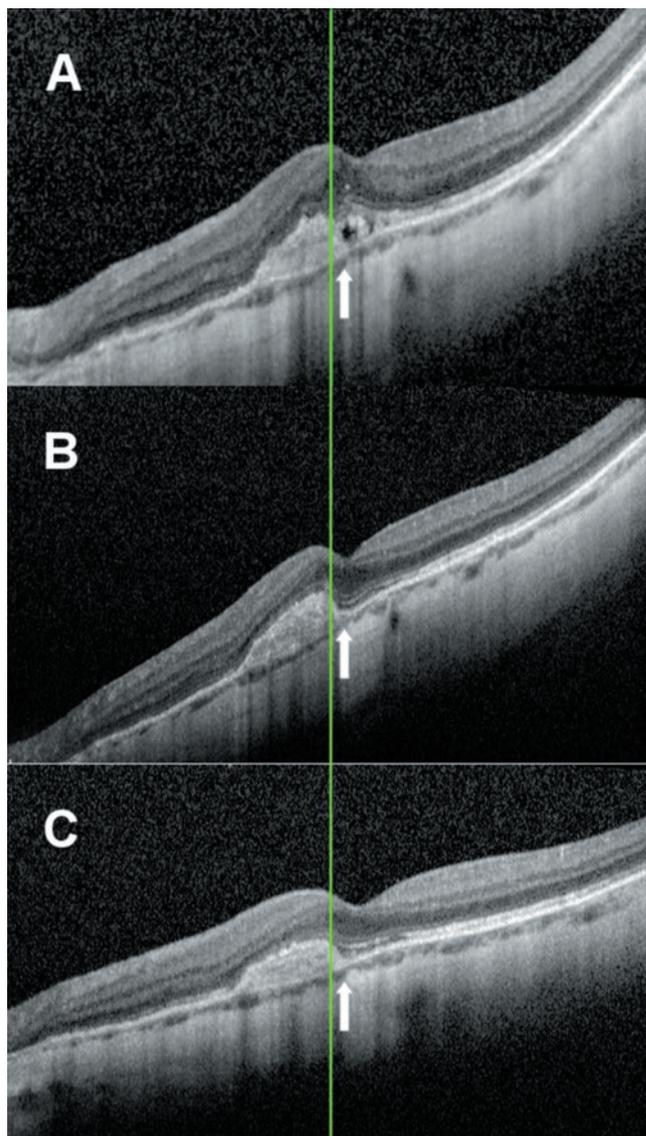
Оптическая когерентная томография пациентки с миопической субмакулярной неоваскулярной мембраной до лечения. Толщина хориоидеи составила 66 мкм (А). Через 1 месяц после интравитреального введения Ранибизумаба 0,5 мг толщина хориоидеи равнялась 38 мкм (В). Через 3 месяца — 58 мкм (С).
